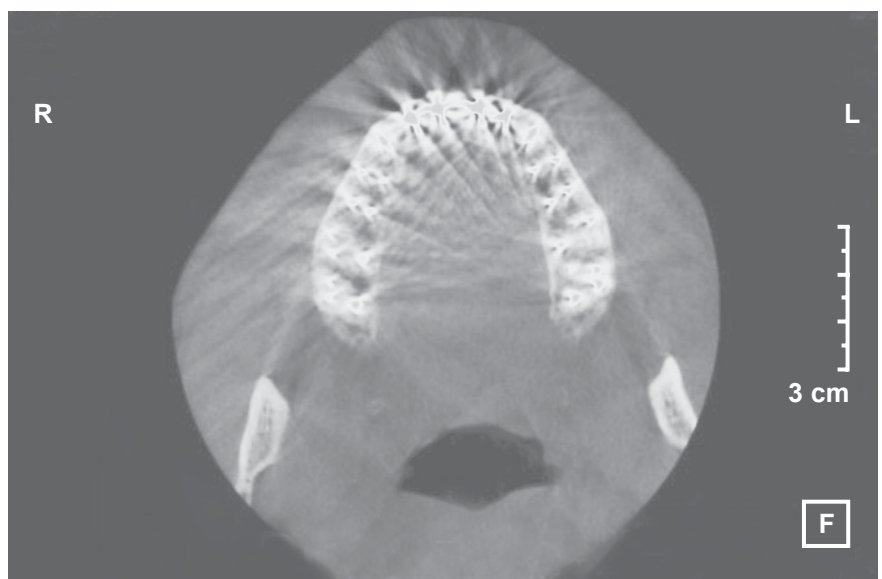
Конусно-променева томографія. Якісне ендодонтичне лікування перших і других молярів верхньої щелепи, мезіальні щічні корені яких мають два кореневих канали
